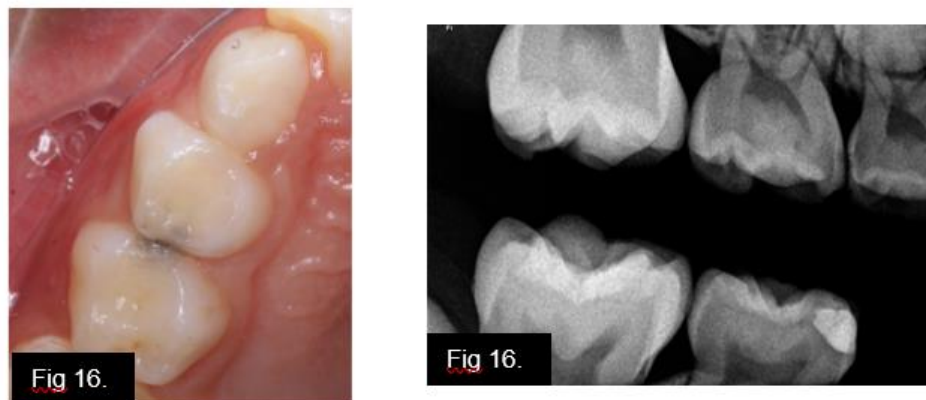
Seguimiento a 6 meses. A) Fotografía clínica B) Radiografía de aleta de mordida
